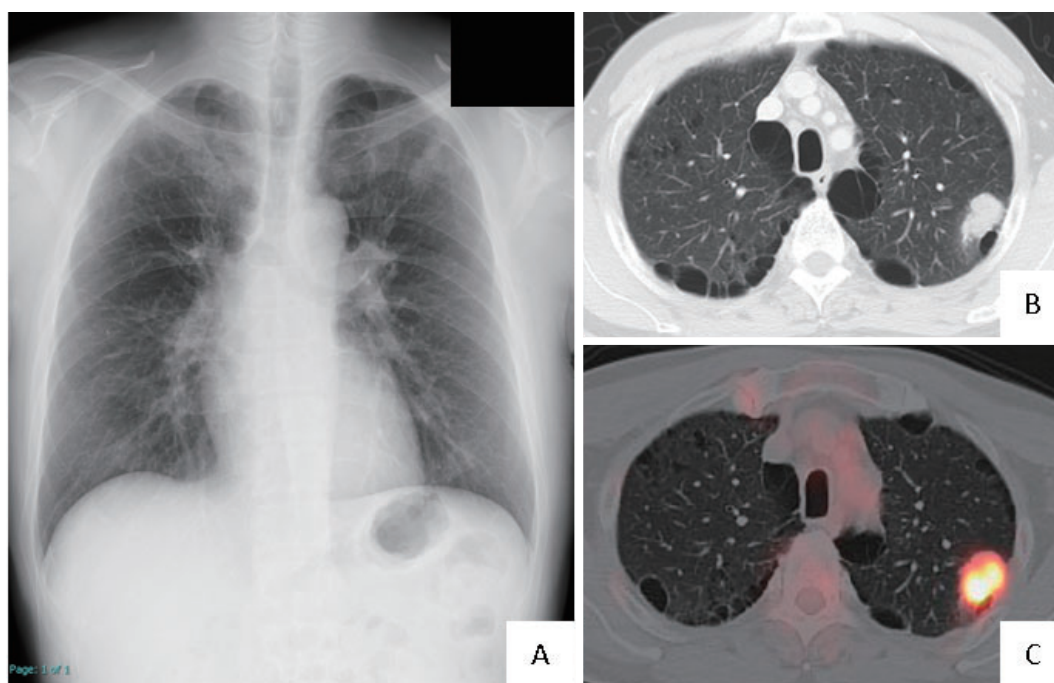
A: Chest X-ray showed a 25-mm mass in the upper left lobe. B: Chest computed tomography (CT) showed a 25-mm-diameter mass on the left S¹⁺². Lymph node enlargement of approximately 1 cm was observed in the left pulmonary hilum and mediastinum. C: Positron emission tomography (PET)-CT showed a high accumulation in the tumor shadow area (SUV_{max} = 12.2).
